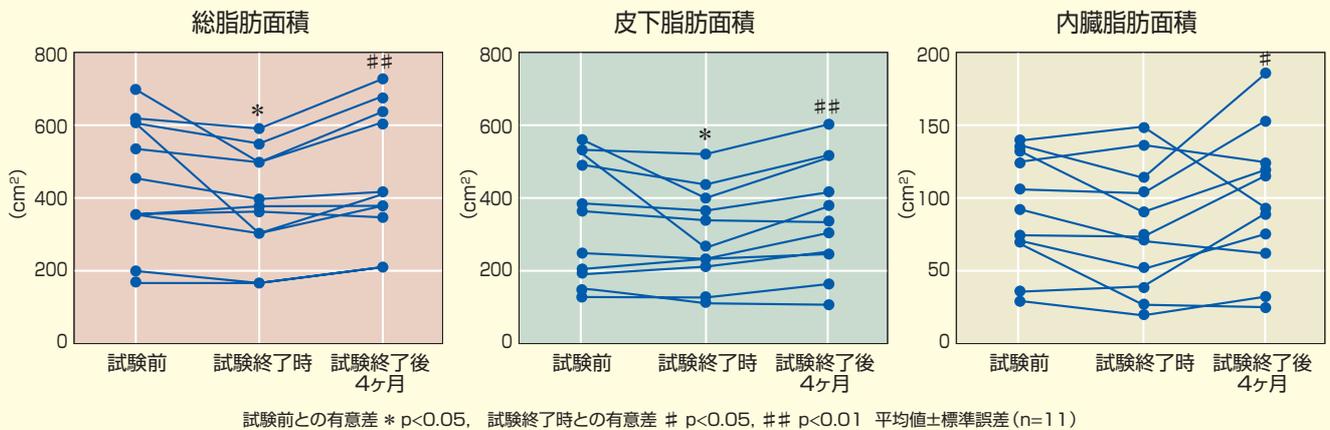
CTスキャン像から得られた腹部脂肪面積の変動
